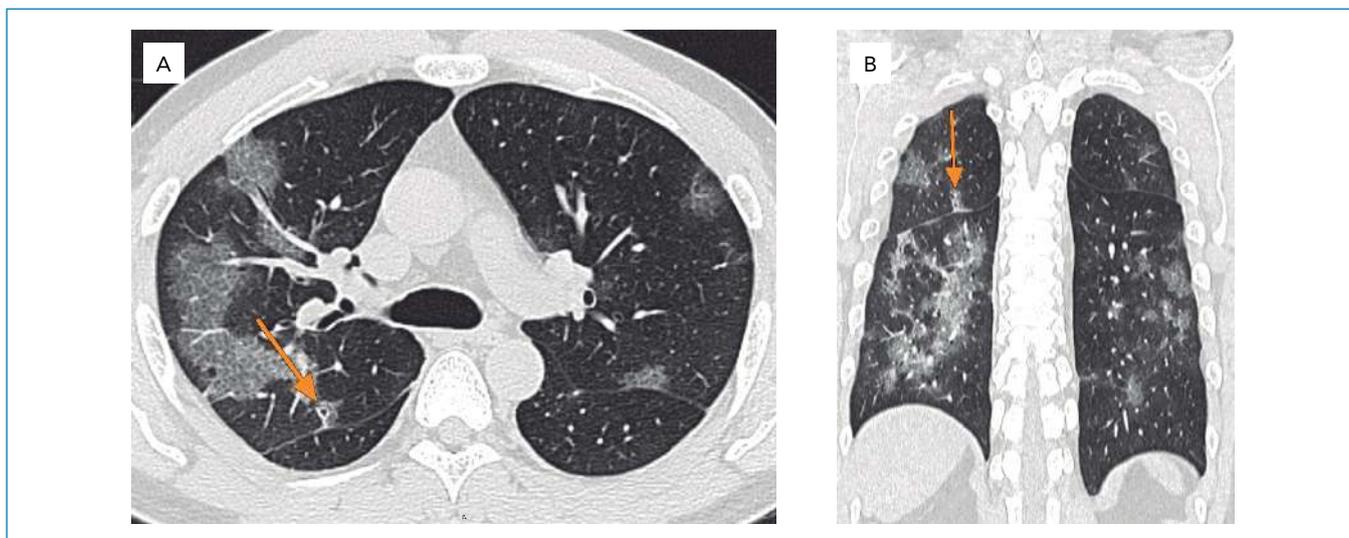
Tomografia de tórax de 28/04/2020. A) imagem axial e B) reformatação coronal. Setas mostrando pequeno cisto perifissural e focos de opacidades em vidro fosco esparsos.
